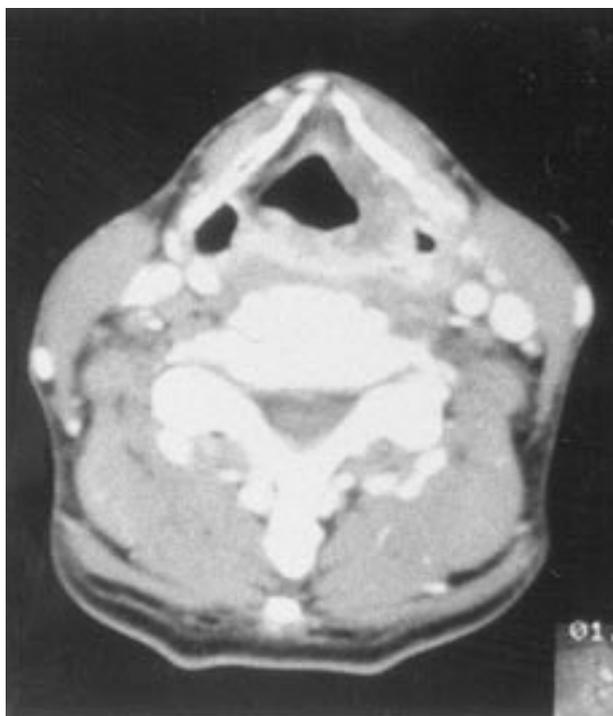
カルボプラチン - UFT 療法15クール後の頸部 CT (症例1)
